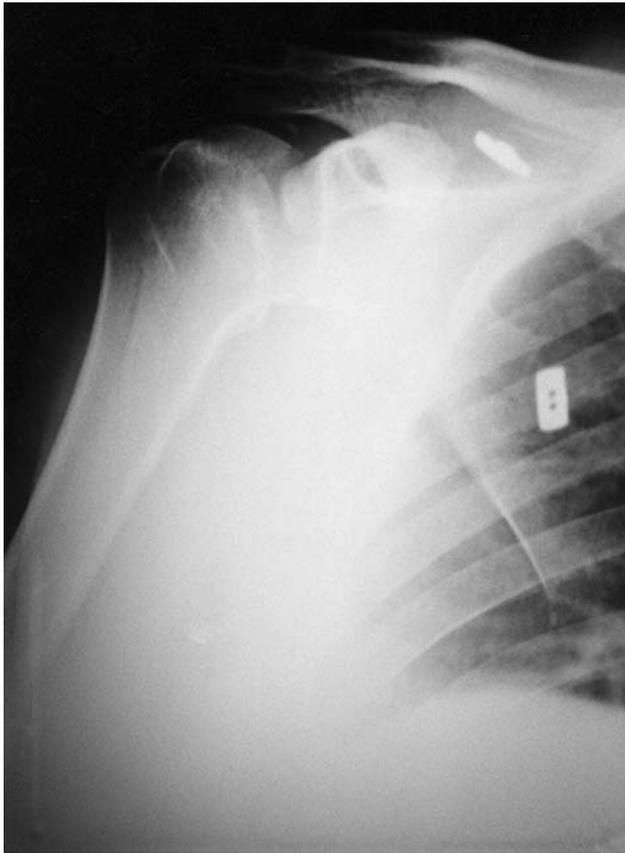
Radiografía anteroposterior de control tras reducción ortopédica de urgencias.
